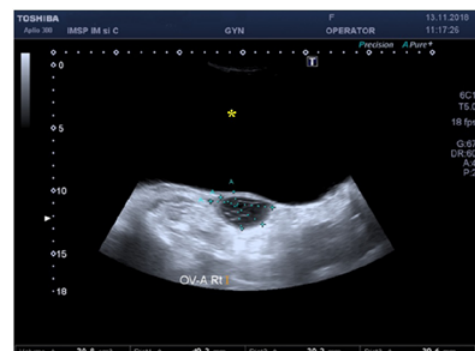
Ultrasonografie: CPO gigant din dreapta (300x220x110 mm) (*)
